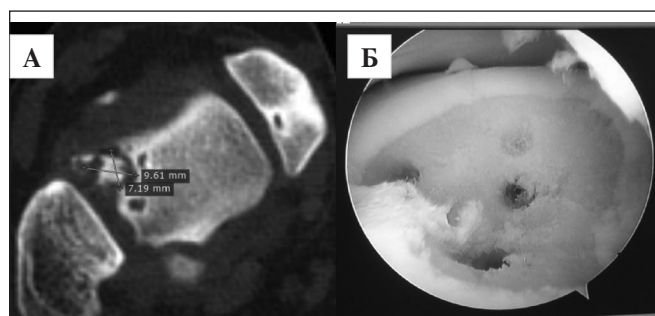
Артроскопічний дебрідмент, абразивна хондропластика та тунелізація при остеохондральному ураженні гомілковостопного суглоба. А. КТ лівого гомілковостопного суглоба. Травматичне остеохондральне ураження (дефект) блока таранної кістки в зоні L1,L2, площа SS, глибина HB, 4 ст. за Outerbridge. Вільні остеохондральні тіла. Вторинний остеоартроз гомілково-стопного суглоба I ст. за Kellgren& Lawrence. Б. Артроскопічна картина ураженого суглоба після виконання дебрідменту, видалення вільних остеохондральних тіл, абразивної хондропластики, тунелізації зони остеохондрального дефекта.
